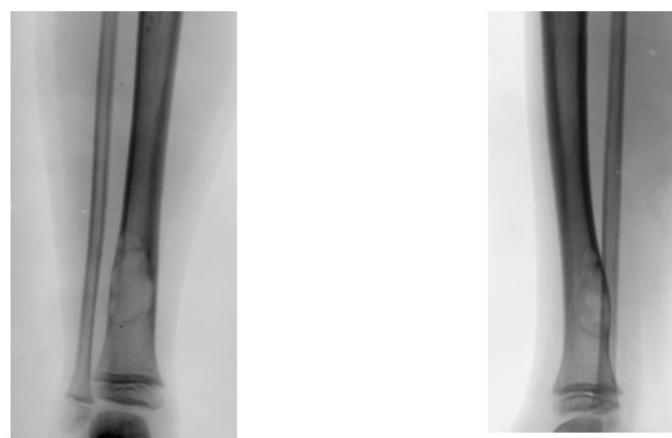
Plain radiographs of shin. Verified fibrous dysplasia of tibia
